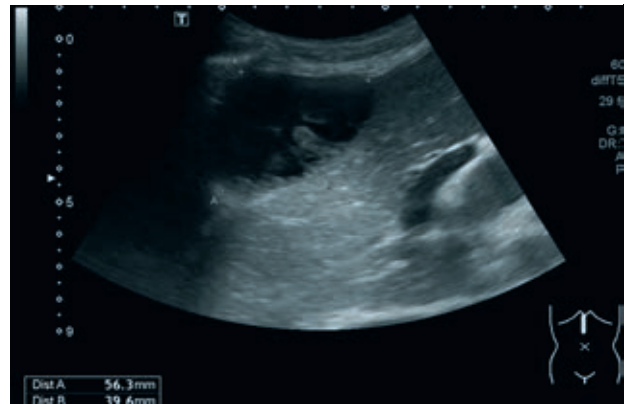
Präinterventionelle sonografische Darstellung des Befundes im linken Leberlappen (Segmente II und IVa)
